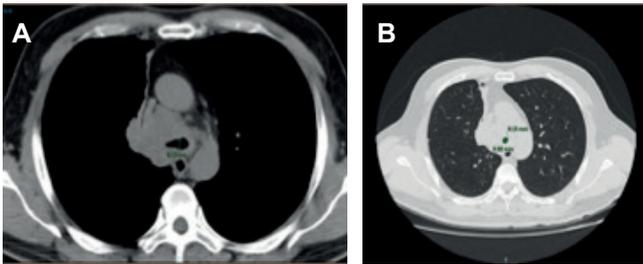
TAC de tórax al momento del diagnóstico. A. Corte axial que evidencia una masa hipodensa irregular, la cual genera disminución e irregularidad de la luz de la tráquea, la carina y el bronquio fuente derecho. La carina tiene un diámetro anteroposterior de 9 mm. B. Corte axial que evidencia el diámetro más estrecho de la tráquea y la altura del arco aórtico de 9 mm anteroposterior y transversal de 8 mm.
